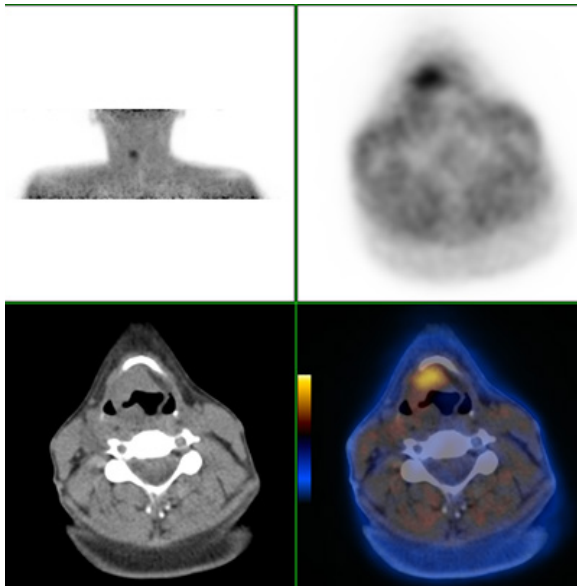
Exame PET/CT com FMISO-F18 de mesma doente com carcinoma epidermóide da laringe com área de captação do radiofármaco sugestiva de zona de hipóxia tumoral na vertente antero lateral direita e superior da massa tumoral.
